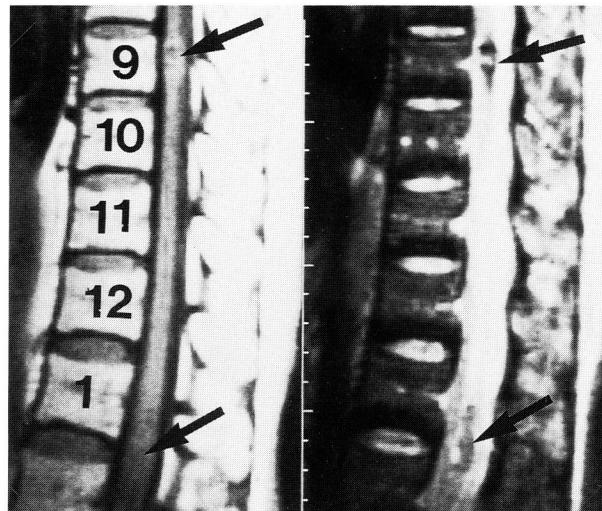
Spinal sagittal MR images at admission.
